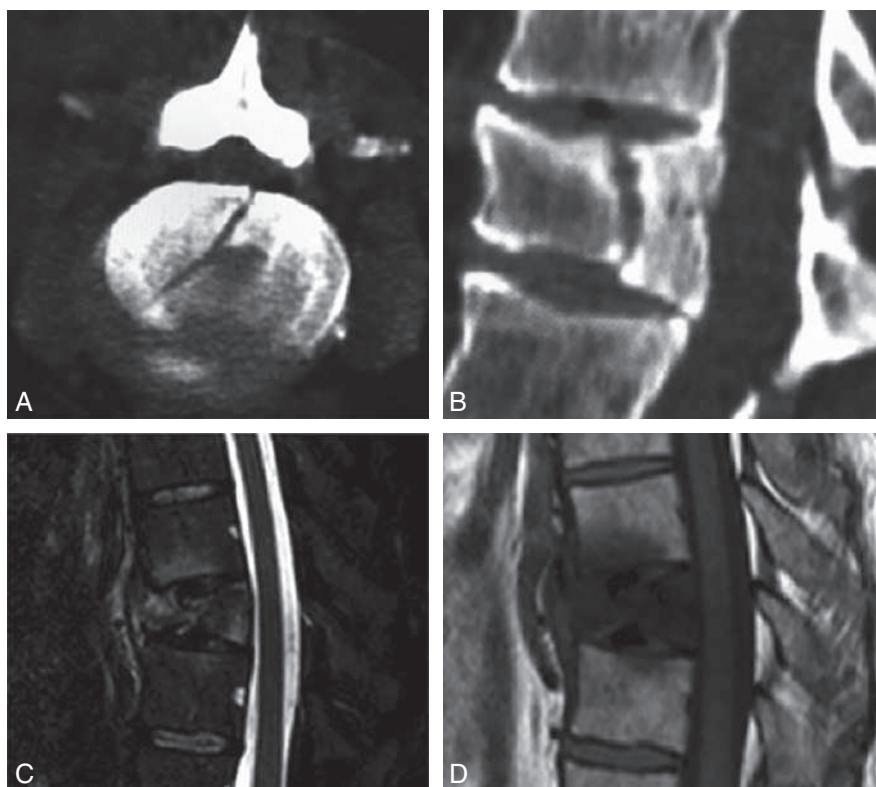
Exemple de fracture A2 *split* en TDM axiale (A) et sagittale (B), en IRM sagittale T2 FS (C) et T1 (D).
